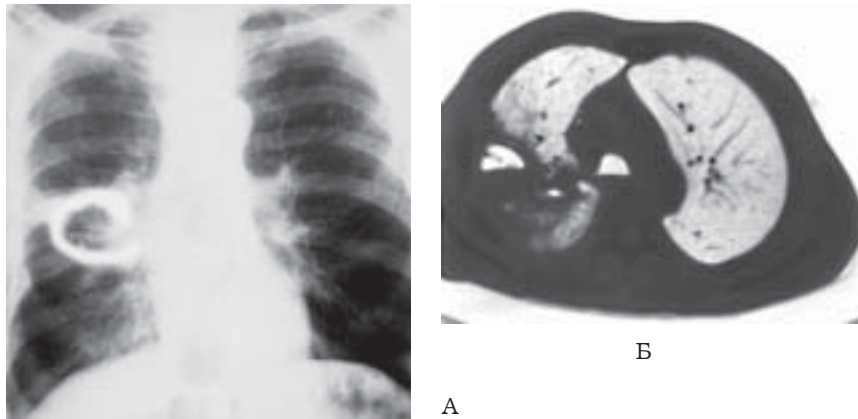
Хронічний абсцес легені. Оглядова пряма рентгенограма (А). Фрагмент комп'ютерної томограми (Б).
